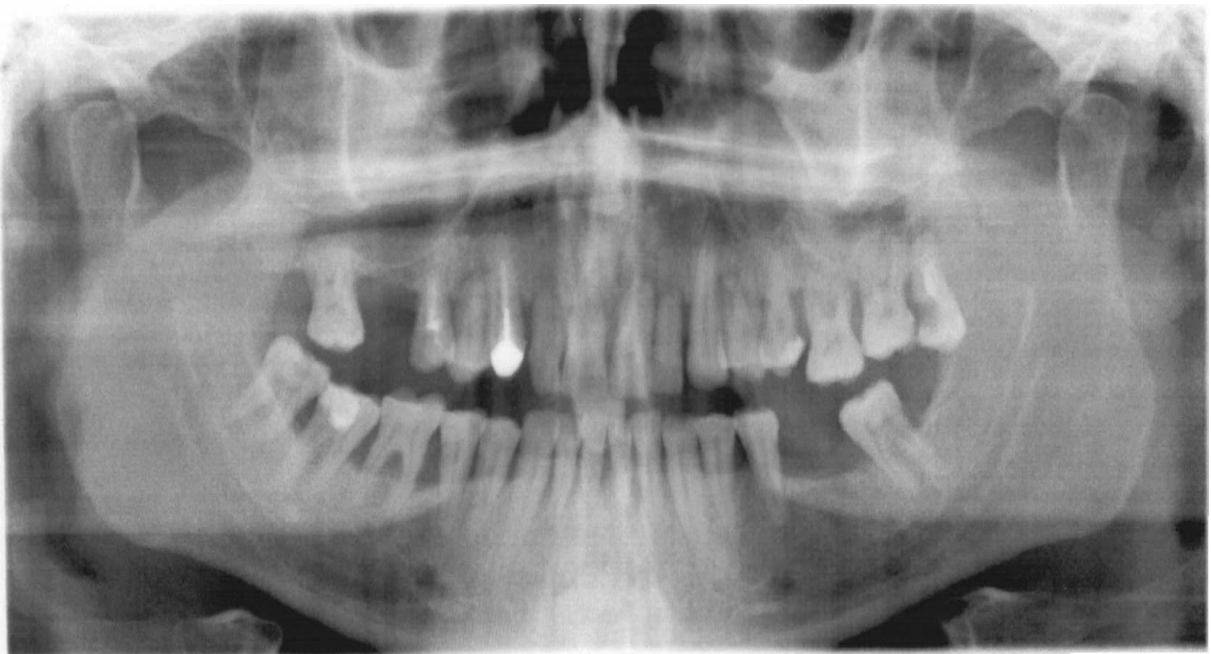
Ортопантомограма. Пацієнт К., старечого віку
